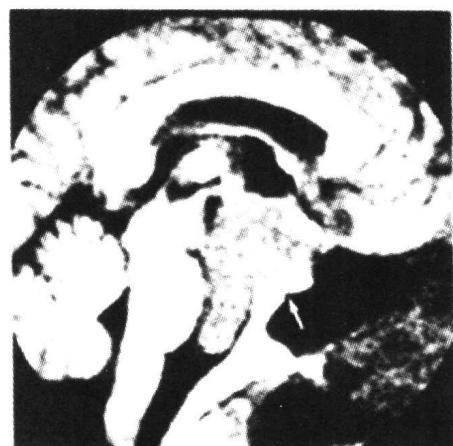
MRI、T1像显示一个等密度的大的圆形区。垂体腺瘤是清楚地被显示（箭头）。
